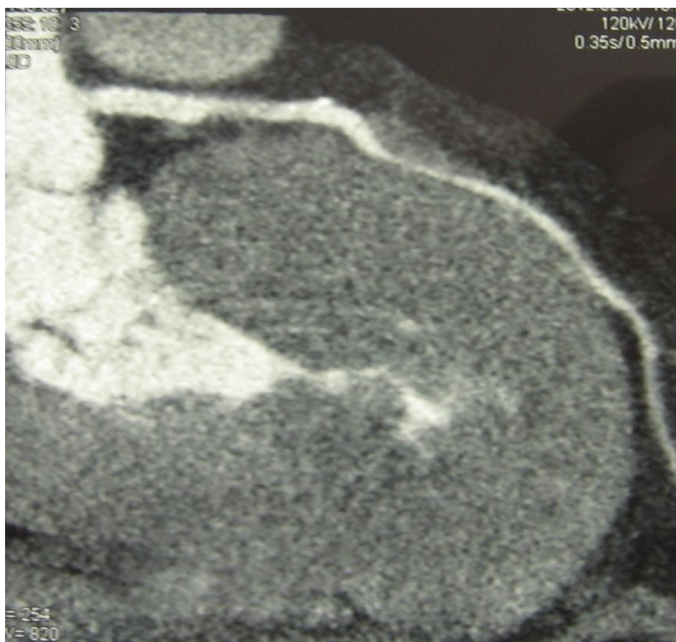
КТ сердца при ГКМП.
